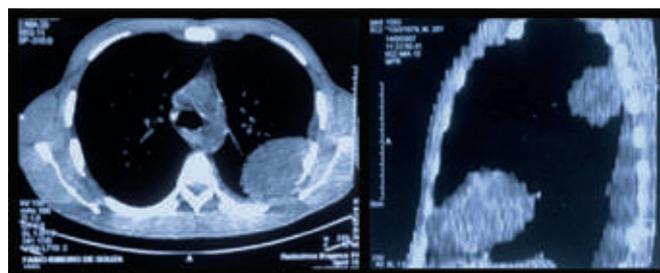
Chest CT with axial (left side) and sagittal reconstruction (right side) showing an intermediary density lesion in the left thorax with infiltrative signs to adjacent ribs and soft tissue.
